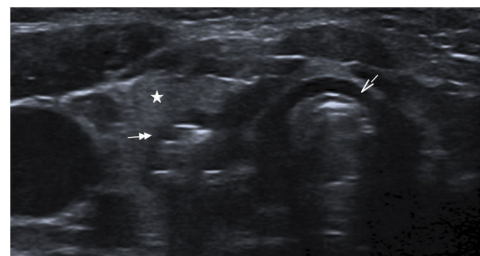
Imagen de ecografía cervical que muestra la presencia de aire atípico posterior al lóbulo tiroideo derecho, sugestivo de complicación. Flecha simple: tráquea. Estrella: lóbulo tiroideo derecho. Flecha doble: absceso tiroideo posterior al lóbulo tiroideo derecho.
